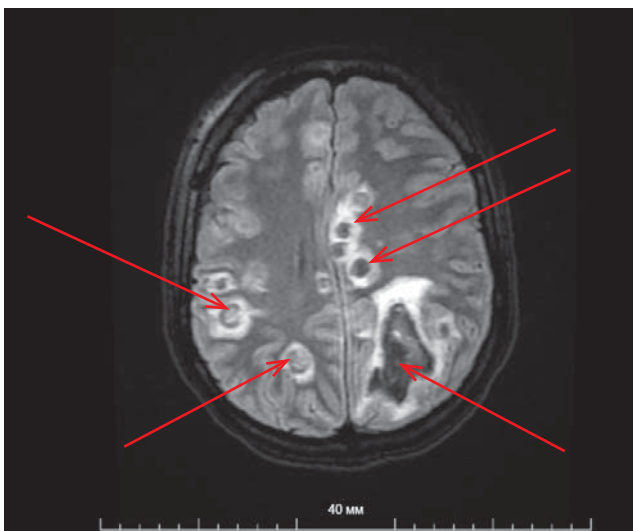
Тот же пациент. Магнитно-резонансная томография головного мозга: мультифокальное поражение головного мозга, внутримозговое кровоизлияние.
